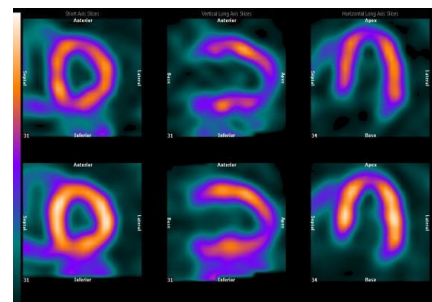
SPECT (tirée de : Diagnostic and Interventional Cardiology, S.d.)
